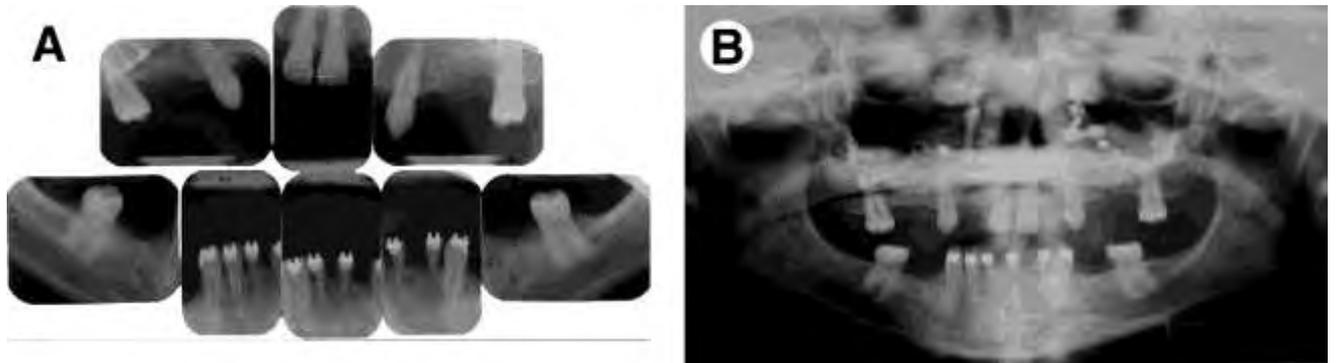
A, Radiographies montrant l'oligodontie sévère, le redressement orthodontique incomplet des canines , les espaces dysproportionnés des sites des agénésies des incisives latérales supérieures; B, Radiographie panoramique présentant des signes de cicatrisation après ostéotomie maxillaire avec augmentation du plancher sinusal bilatéral.
